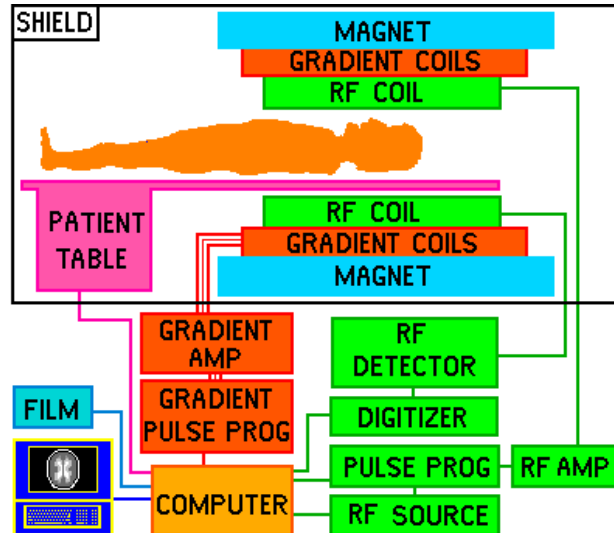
Componenti di un tomografo per MRI.
